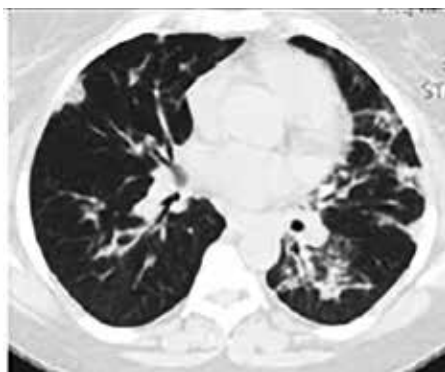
Пациентка, 42 года. КТ-картина вирусно-бактериальной пневмонии. Уровень устьев бронхов базальных сегментов
